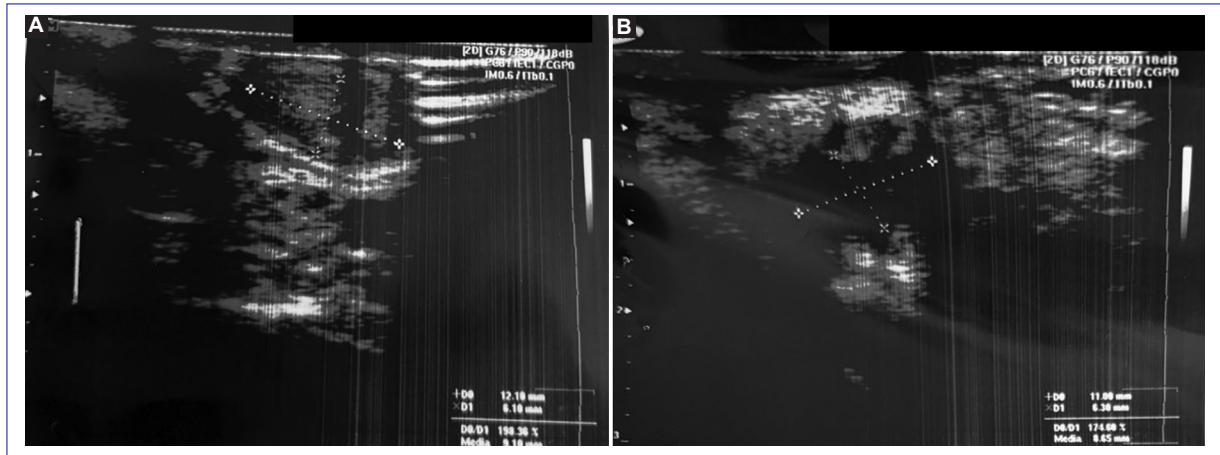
A: ecografía del testículo derecho. B: ecografía del testículo izquierdo.
